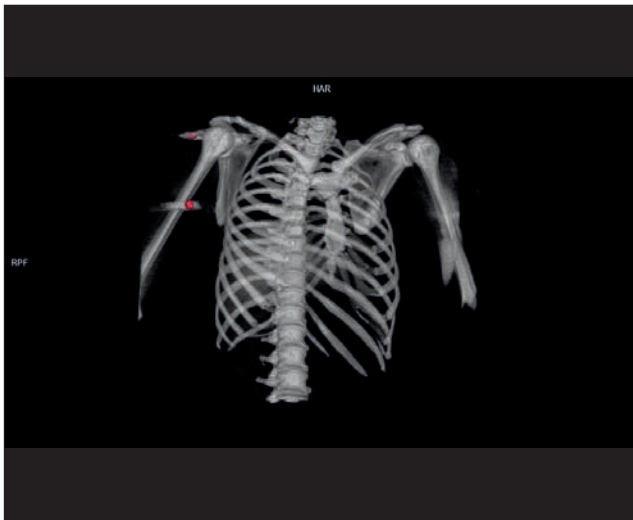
Компьютерная томография. Инородные тела (пули) в мягких тканях правого плеча (труп гр-ки А.)
